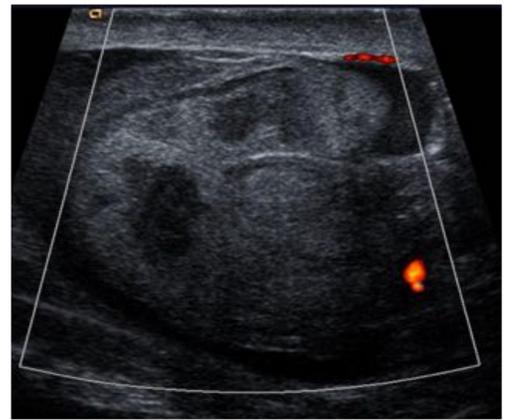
Imagen en la que se aprecia un teste con pérdida de la arquitectura normal, de parénquima heterogéneo, rotura de la túnica albugínea y falta de vascularización en el Doppler color, hallazgos compatibles con rotura testicular.
